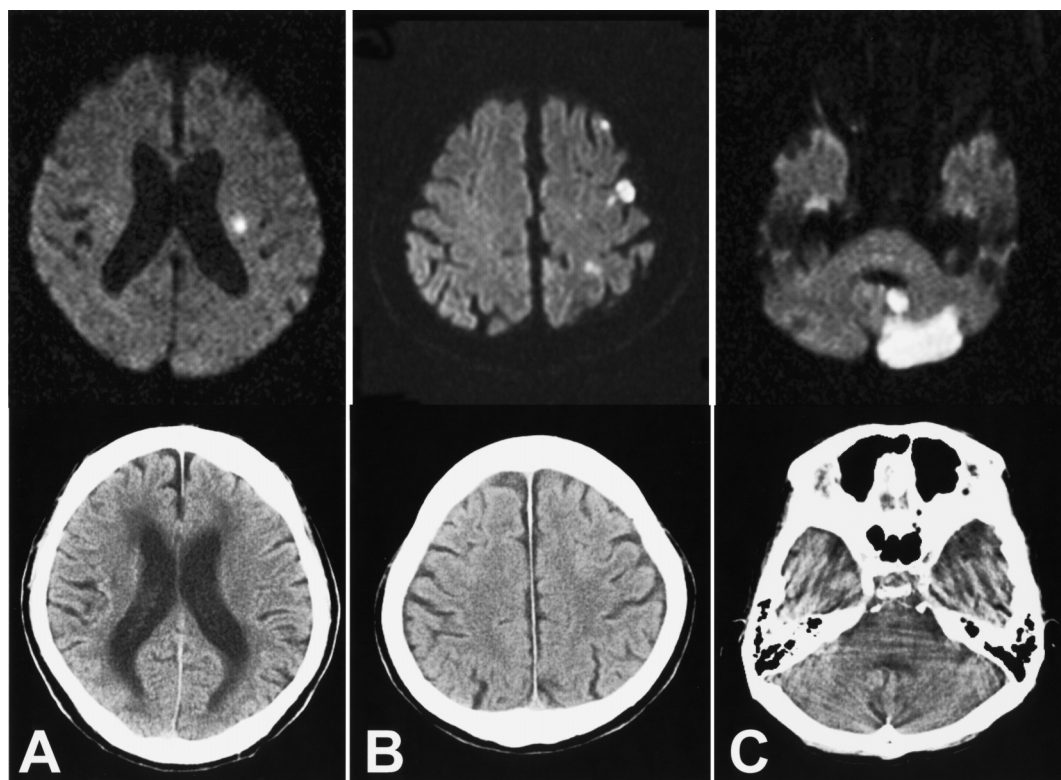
Acute infarction cases: DWI is superior to CT to diagnose ischemic tissue at deep white matter (A), small cortical regions (B), and in posterior fossa (C).
